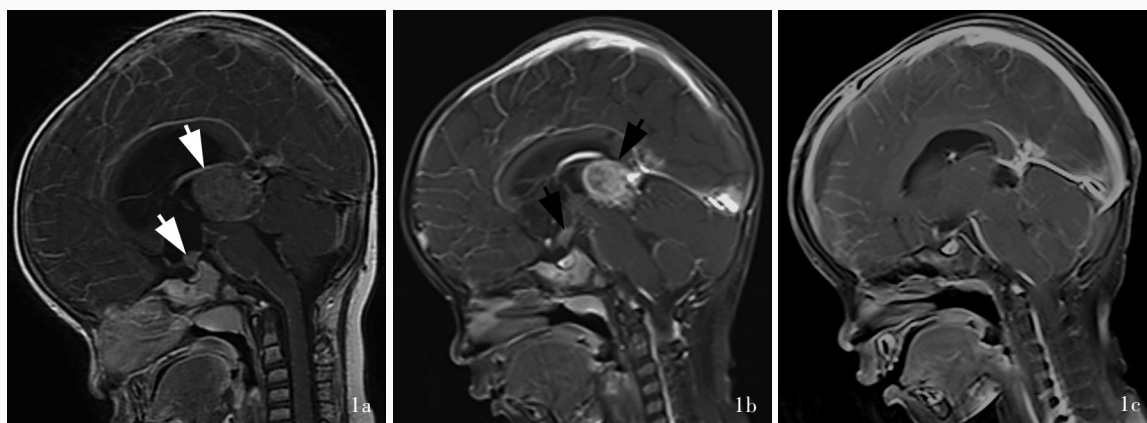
例6患儿头部MRI检查所见 1a 化疗前矢状位增强T₁WI显示,松果体区占位性病变,鞍上可见异常结节样强化(箭头所示) 1b 化疗后14 d矢状位增强T₁WI显示松果体区病灶体积明显缩小,鞍区异常病灶体积缩小(箭头所示) 1c 术后14 d矢状位增强T₁WI显示,松果体区病灶全切除,鞍区病灶消失
